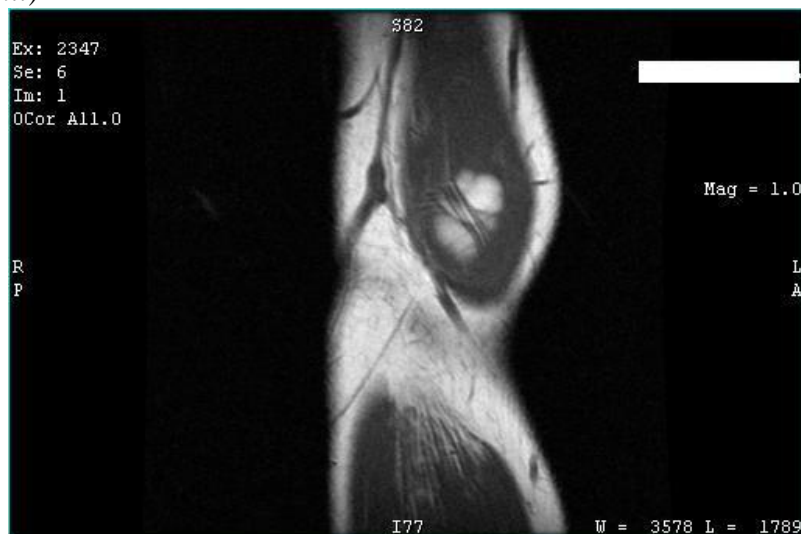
Aspect IRM (raportul tumorii cu vasele si nervii)
